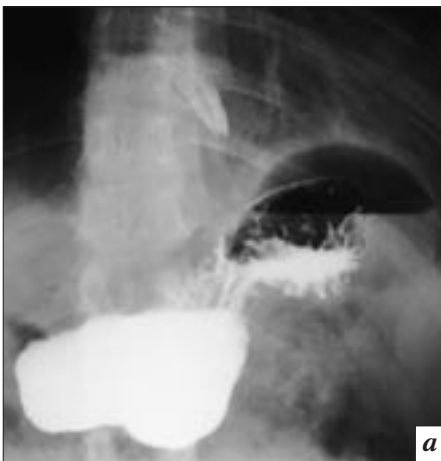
Рентгенограммы контрастированного желудка: *а* – в прямой проекции определяется суммация двух уровней жидкости (в средостении и в газовом пузыре желудка); *б* – в боковой проекции визуализируется уровень жидкости за желудком, в проекции средостения.
